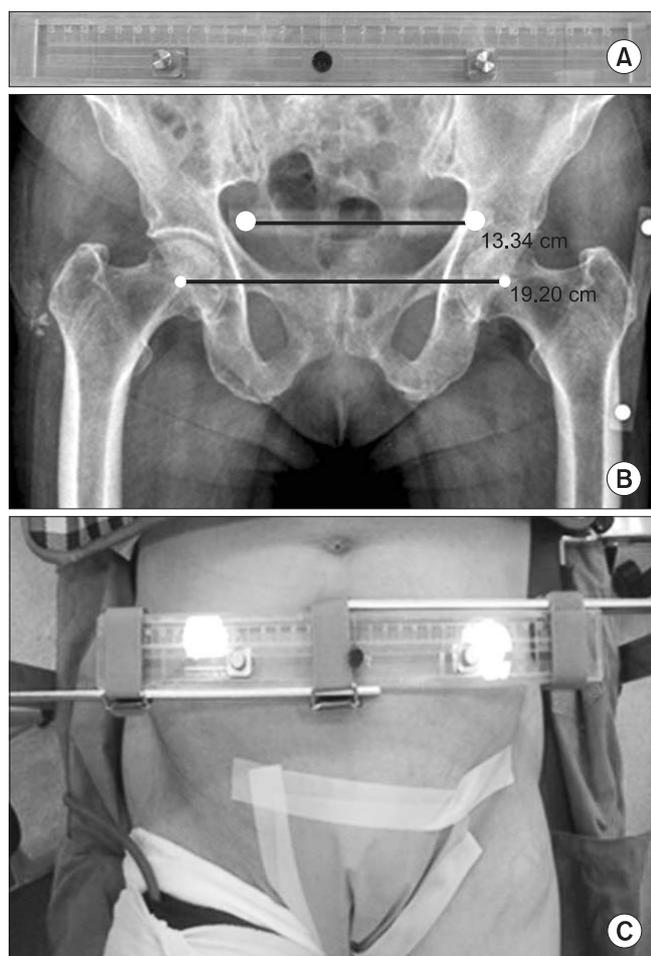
(A) 100mm X-Ray Magnification Maker (B) X-ray shows calculation of the inter femoral head center distance. (C) The Mechanical Axis Marker is placed on the body center.
